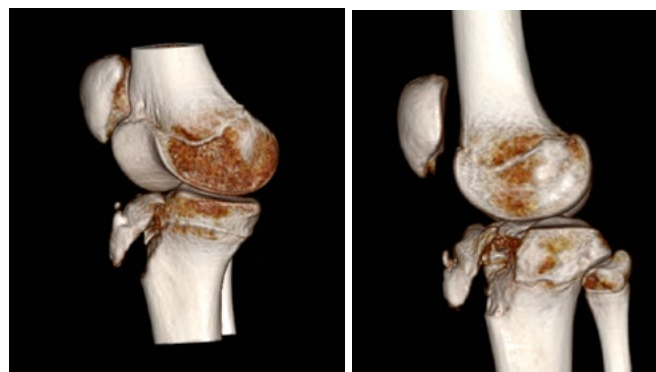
Reconstrução 3D de TC dos joelhos, direito (A) e esquerdo (B).
